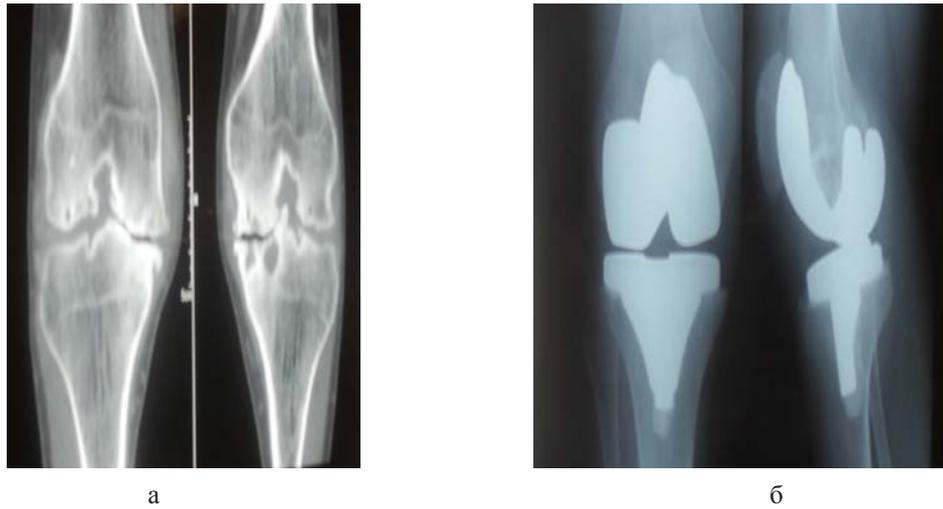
а - компьютерная томография пациента Б., 35 лет, с мультипланарной реконструкцией изображений до операции; б – рентгенограммы в двух проекциях после эндопротезирования
